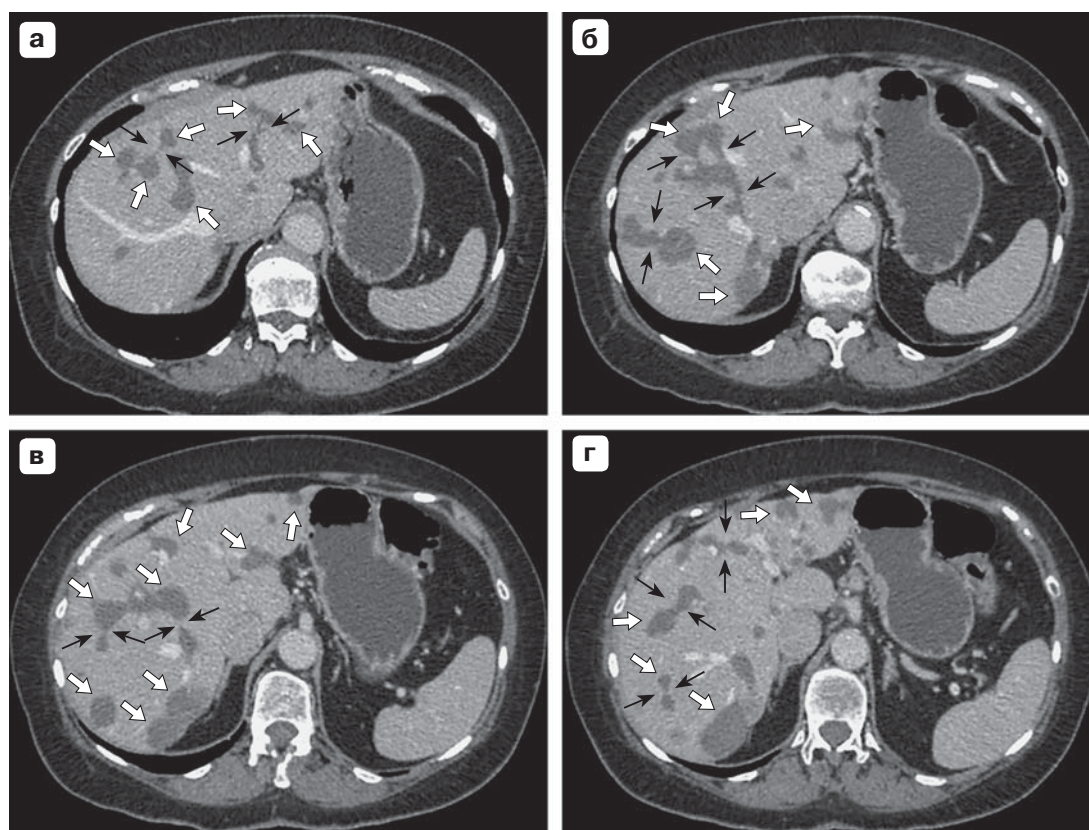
Больной Ш., 66 лет. Компьютерные томограммы в аксиальной проекции в портальную фазу на разных уровнях сканирования (а–г). Узловые образования (белые стрелки) связаны тонкими цилиндрами патологической ткани (тонкие черные стрелки) и образуют “четки”.
